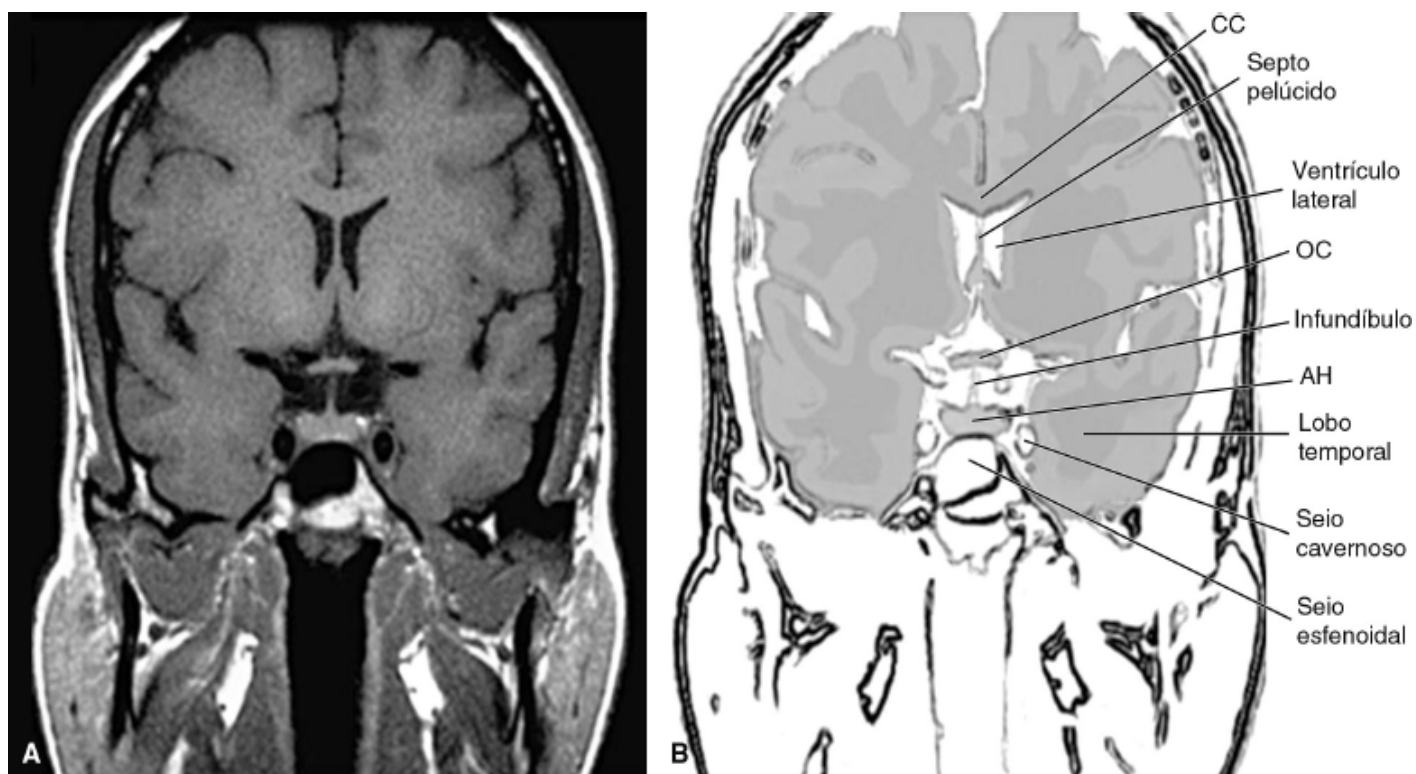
A. Ressonância magnética de sela túrcica, corte coronal, ponderada em T1. B. Figura esquemática representativa da anatomia demonstrada pelo corte à RM. AH: adeno-hipófise; OC: quiasma óptico; CC: corpo caloso.
